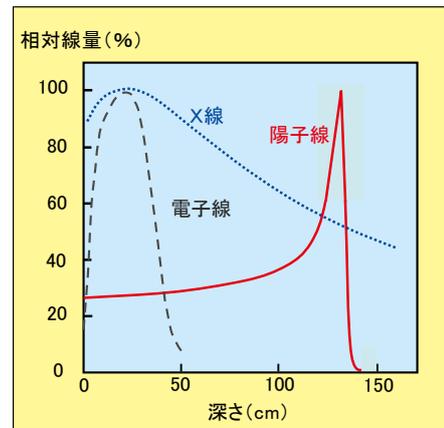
陽子線の特徴をX線、電子線と比較したものです。陽子線はある一定の深さで周囲に与える線量がピークを迎えて、それより深部の線量がゼロになることが分かります。このピークをがんの位置に合わせてがんを治すのが陽子線治療です。
